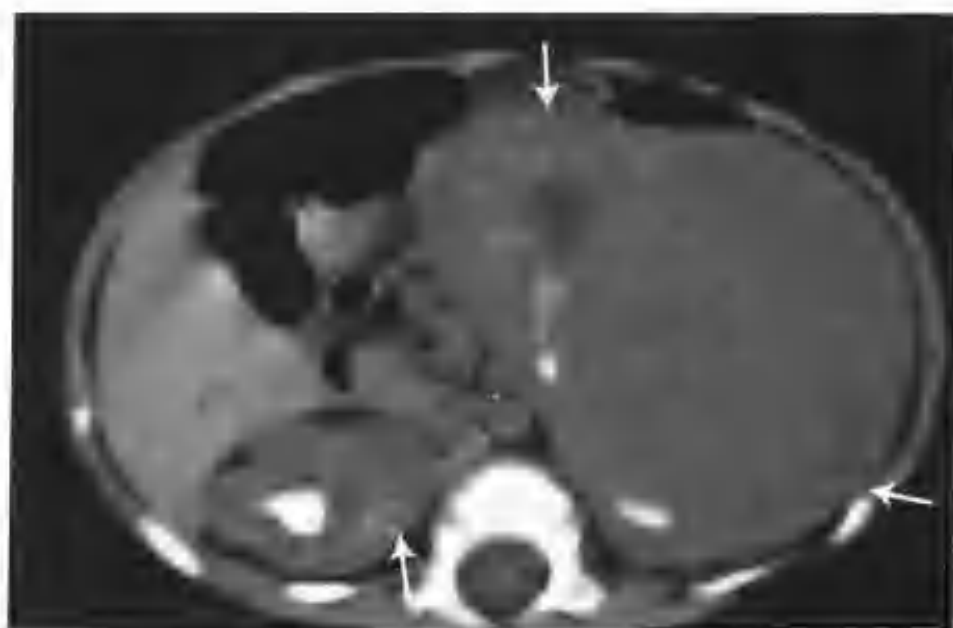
双侧肾母细胞瘤（CT 平扫左、右肾分别见到一肿物（箭头））
